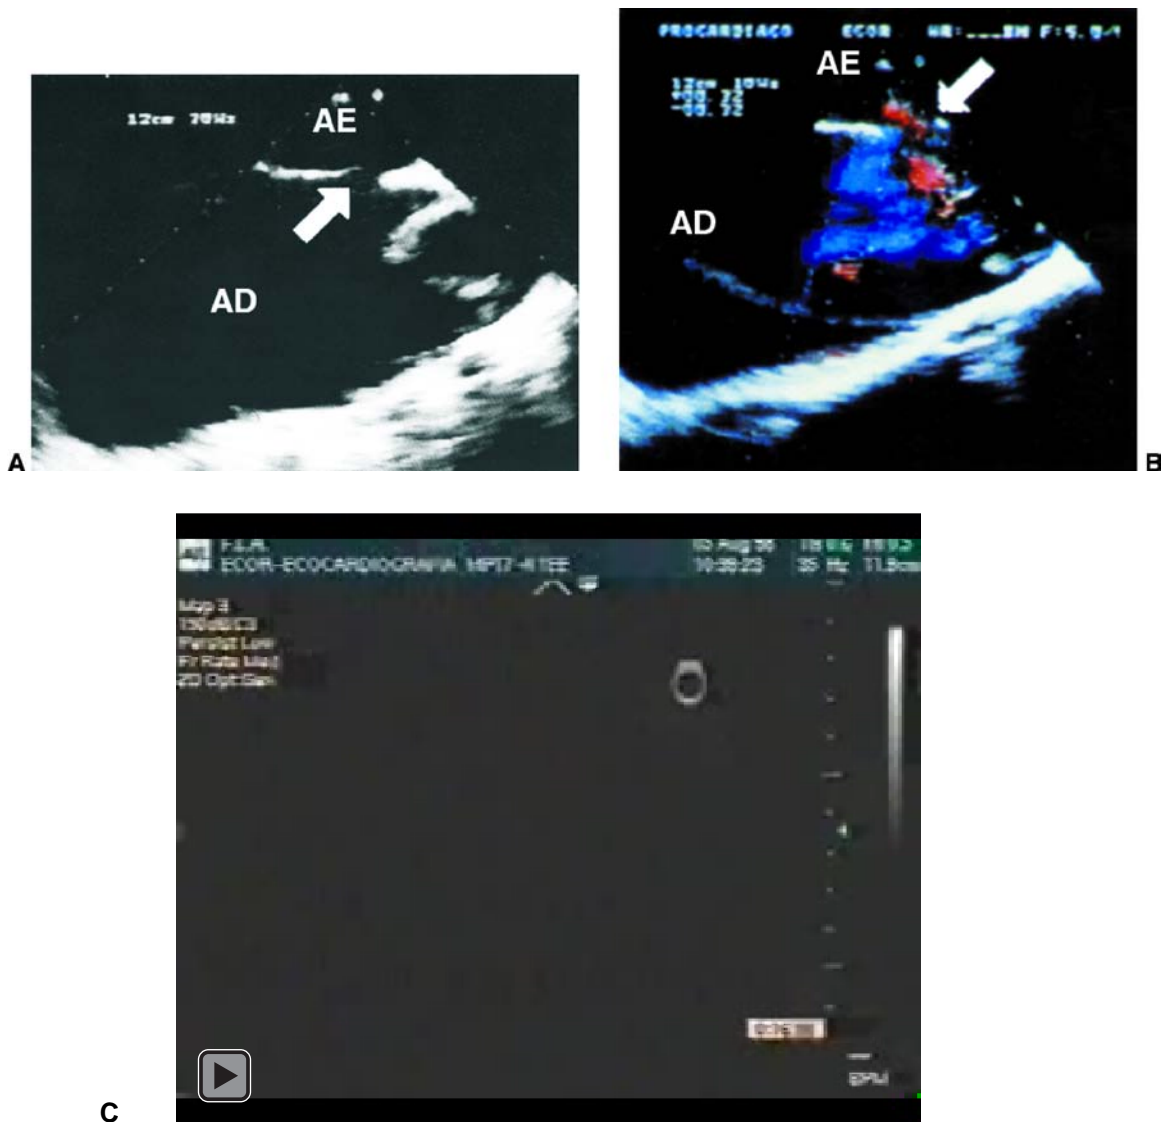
Forame oval patente. A- A membrana do forame oval (seta) está deslocada caudalmente devido à dilatação do AD. B- Doppler a cores demonstra fluxo através do forame oval. C- Filme.
